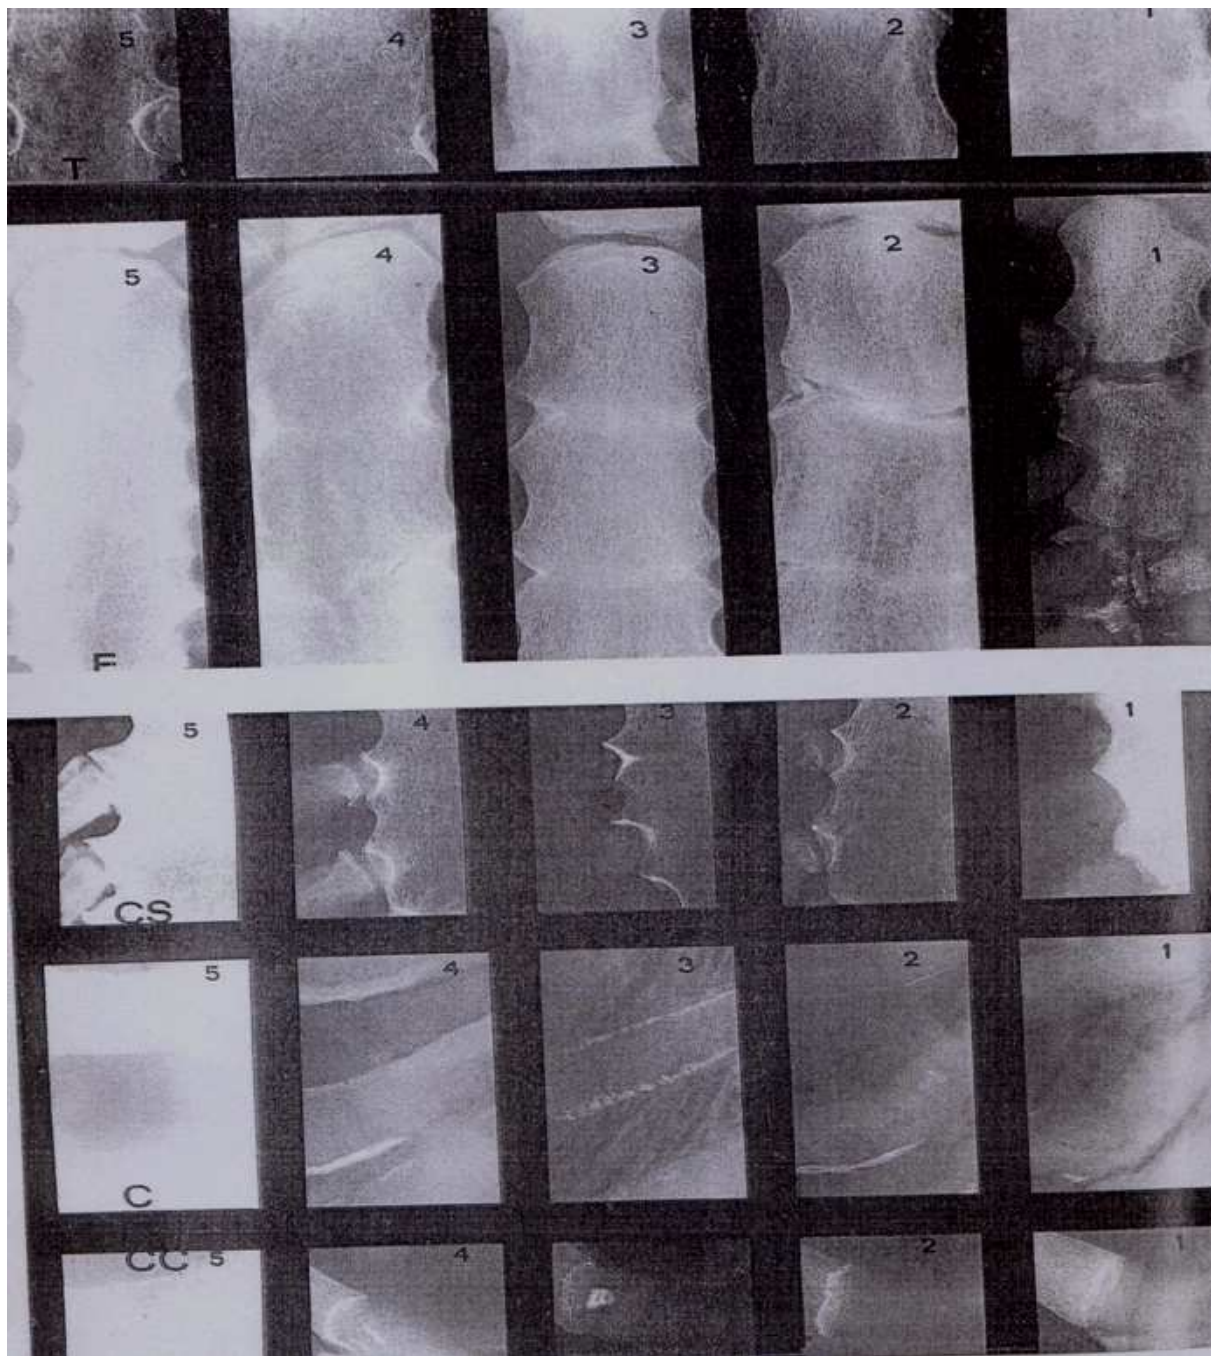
Radiographie du plastron-sternal (11).
